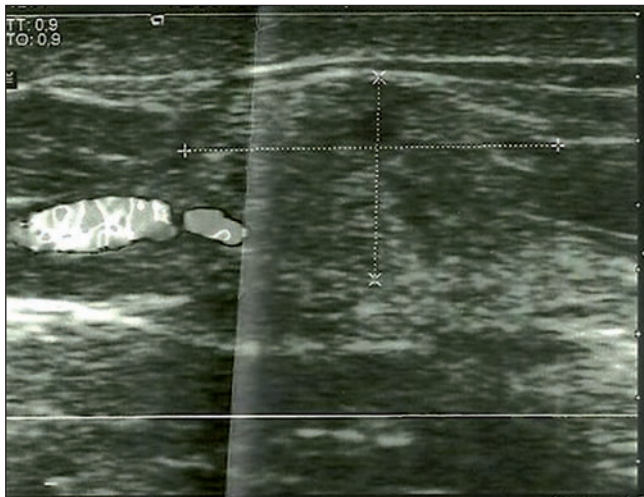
Ecografía mamaria que muestra un nódulo de 12 x 10 mm de aspecto sólido, de bordes irregulares y globalmente hiperecogénico con un vaso grueso posterior al mismo.
